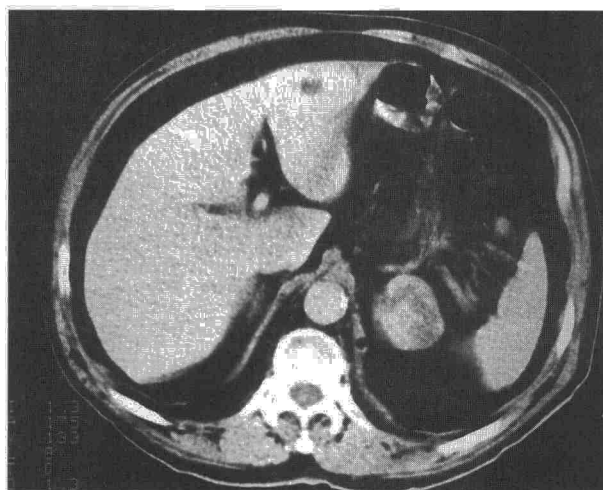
Tomografía axial computarizada de tórax. Masa suprarrenal izquierda heterogénea y de bordes lisos.
